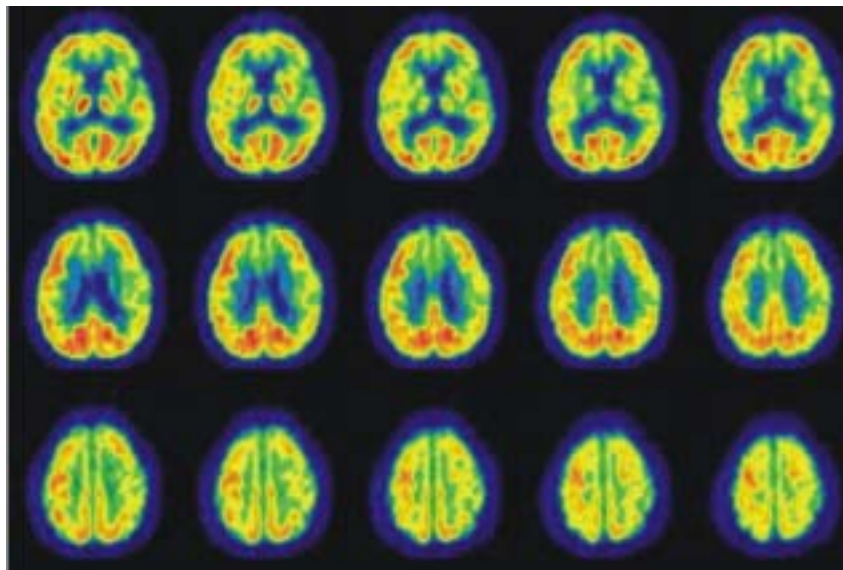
18F-FDG PET of the patient. Axial images demonstrate diffuse hypometabolism, more prominent in left frontal and temporal regions.
